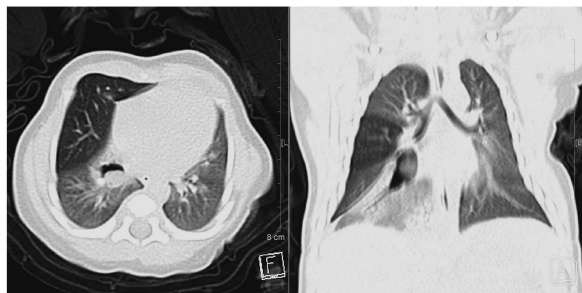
生后第2天CT示右肺下叶基底段(不包括背段)密度增高,基底段支气管呈不规则梭形异常增宽(右侧冠状重建图像上),其内可见类圆形黏液栓嵌塞
